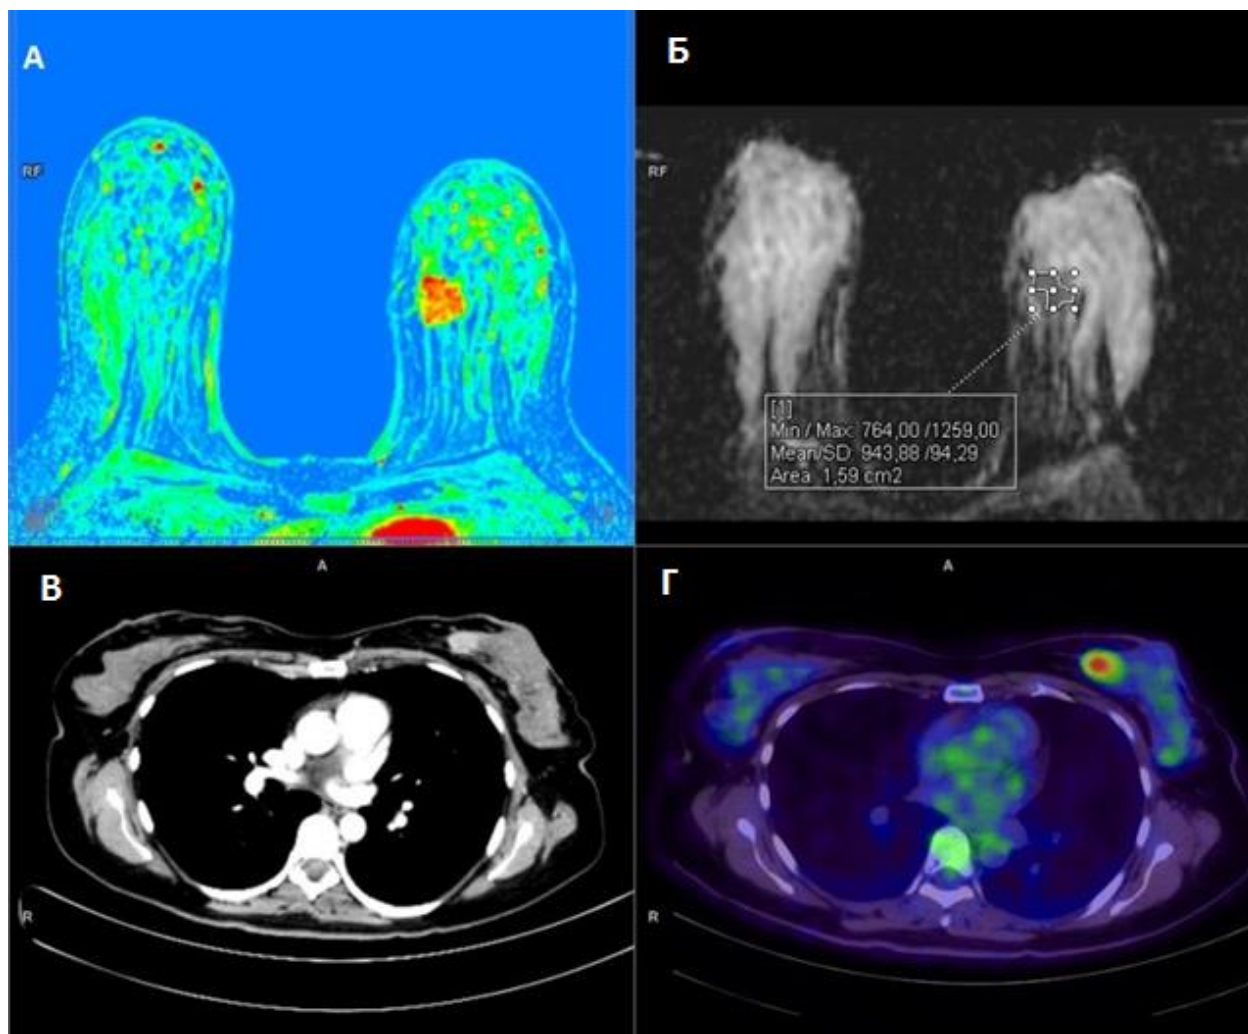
МРТ молочных желез (верхний ряд) и ПЭТ/КТ всего тела с ^{18}F -ФДГ (нижний ряд) у пациентки с инвазивным раком молочной железы. А) Перфузионная карта демонстрирует гипervasкулярную опухоль во внутренних квадрантах левой молочной железы. Б) ИКД карта с примером ручного выбора зоны интереса (ROI freehand). В) КТ с внутривенным контрастным усилением – компонент совмещенного ПЭТ/КТ. Г) Выраженное повышение метаболизма опухоли, обнаруженное при ПЭТ/КТ с ^{18}F -ФДГ.
